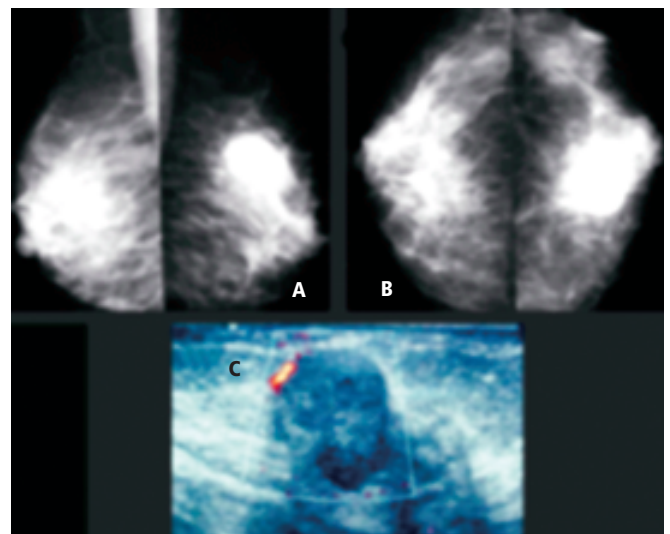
Estudio mastográfico en proyecciones MLO y CC (a-b) donde se observa imagen nodular lobulada de alta densidad, cuyo comportamiento atípico (crecimiento rápido y perceptible) ayuda como guía diagnóstica; asociado al hallazgo ultrasonográfico (c) en donde se observa nódulo sólido de patrón ecográfico heterogéneo con áreas hipoeoicas que representan degeneración quística interna. Con vascularidad a la periferia.
